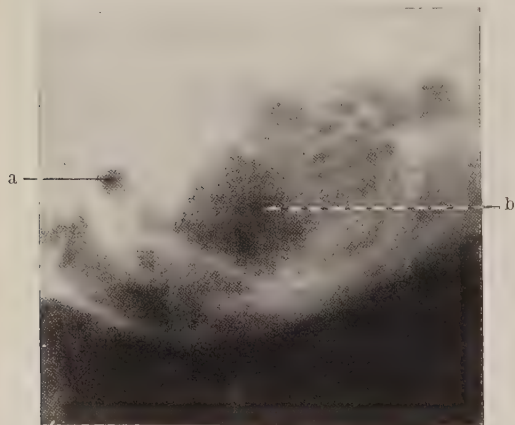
Röntgenbild eines pneumatisierten Warzenfortsatzes mit großem Einschmelzungsherd an der Spitze (bei b), durch Operation bestätigt. Diplokokkenotitis ohne klinische Erscheinungen von seiten des Warzenfortsatzes. a = äußerer Gehörgang. b = Einschmelzungsherd.
